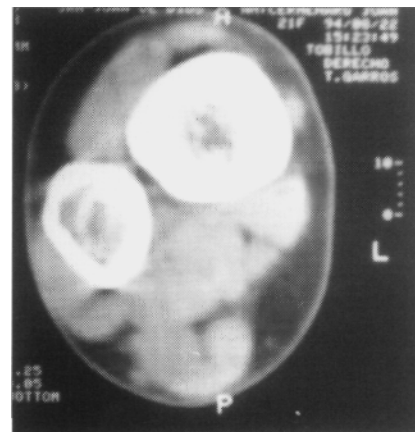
Ganglion intraóseo de epífisis distal de peroné. Tomografía computarizada.
